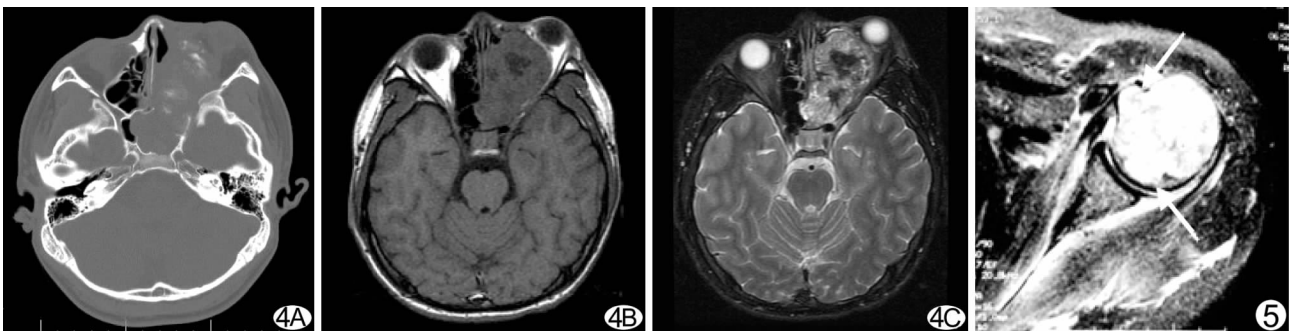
男,17 岁,左筛骨间质型 A. CT 横轴位骨窗,左筛骨正常骨质消失,代之以分叶状软组织肿块影,其内见少许点、絮状钙化影; B. MR 横轴位 T1WI; C. MR 横轴位脂肪抑制 T2WI,软组织肿块呈以中等 T1 中等 T2 信号为主的混杂信号 图 5 女,43 岁,左肱骨透明细胞型 MR 横轴位脂肪抑制 T2WI,破坏区呈以明显长 T2 信号为主的混杂信号,局部见骨内膜扇贝形压迹(白箭)
